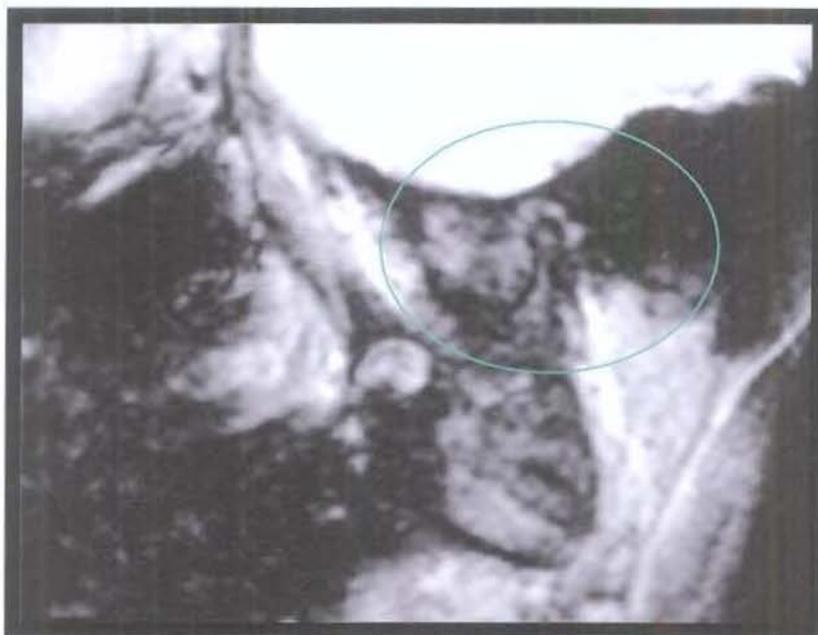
Ressonância magnética – sagital –
